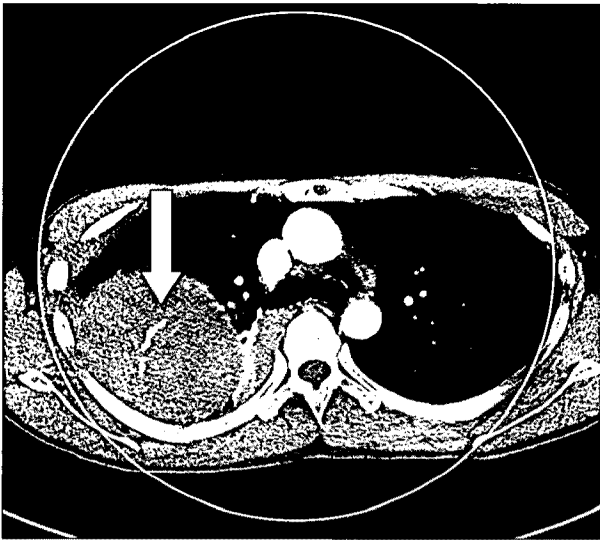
Contrast material leak (arrow) suggesting an active bleeding focus in the lung parenchyma detected on the chest CT image.
